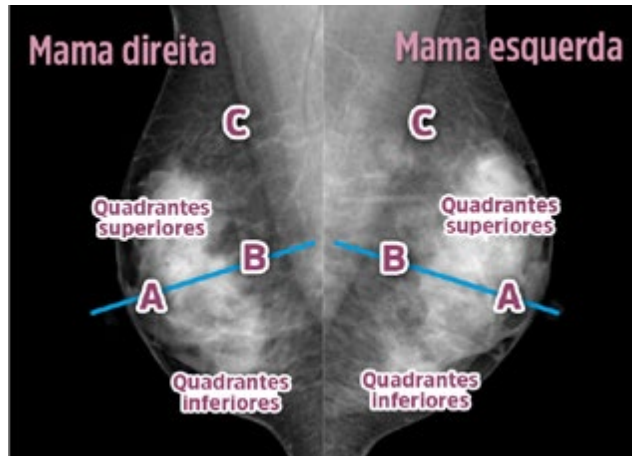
Quadrantes superiores e inferiores, conforme divisão da linha imaginária azul (oblíqua, do mamilo até a porção posterior da radiografia). Em A, região retroareolar; em B, região central; em C, prolongamento axilar
